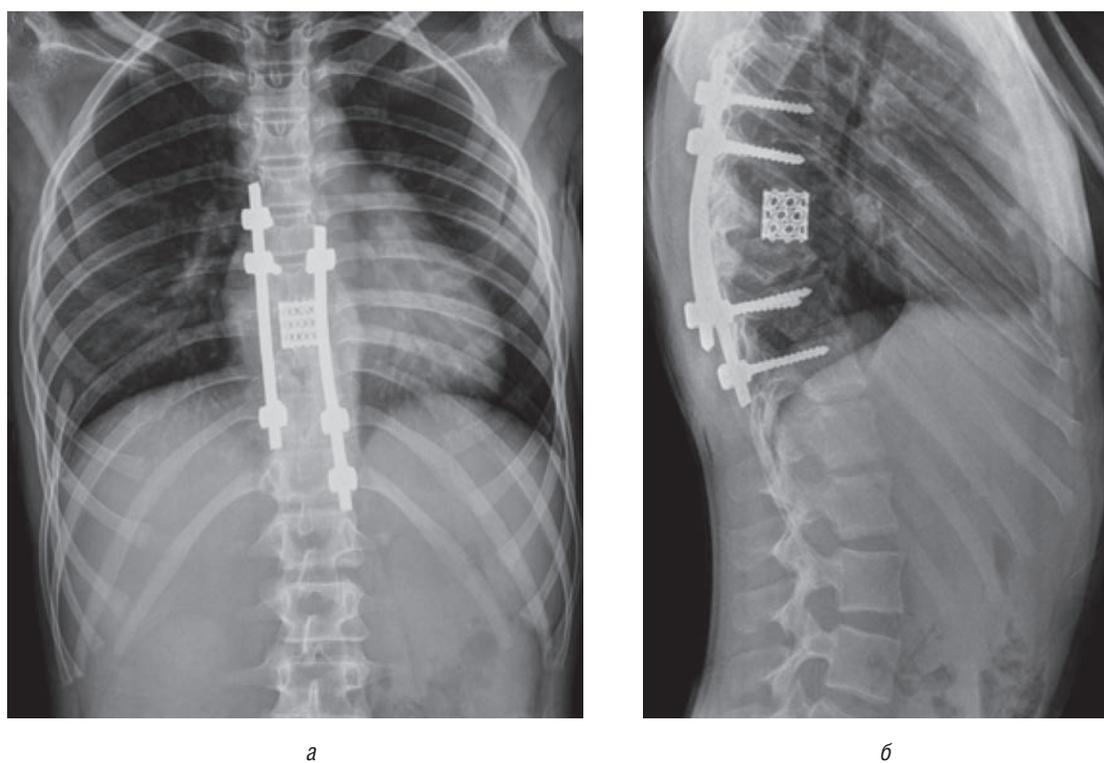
Рентгенограмма грудного отдела позвоночника пациентки Г., 12 лет, на 5-е сутки после операции в прямой (а) и боковой (б) проекциях
